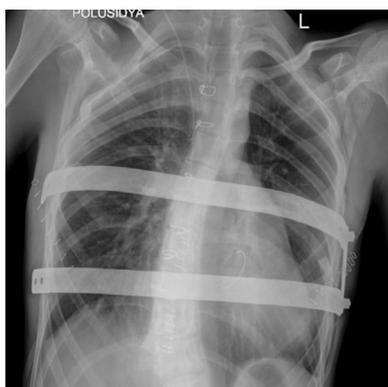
Контрольная рентгенография грудной клетки в прямой проекции через двое суток после лечения.
